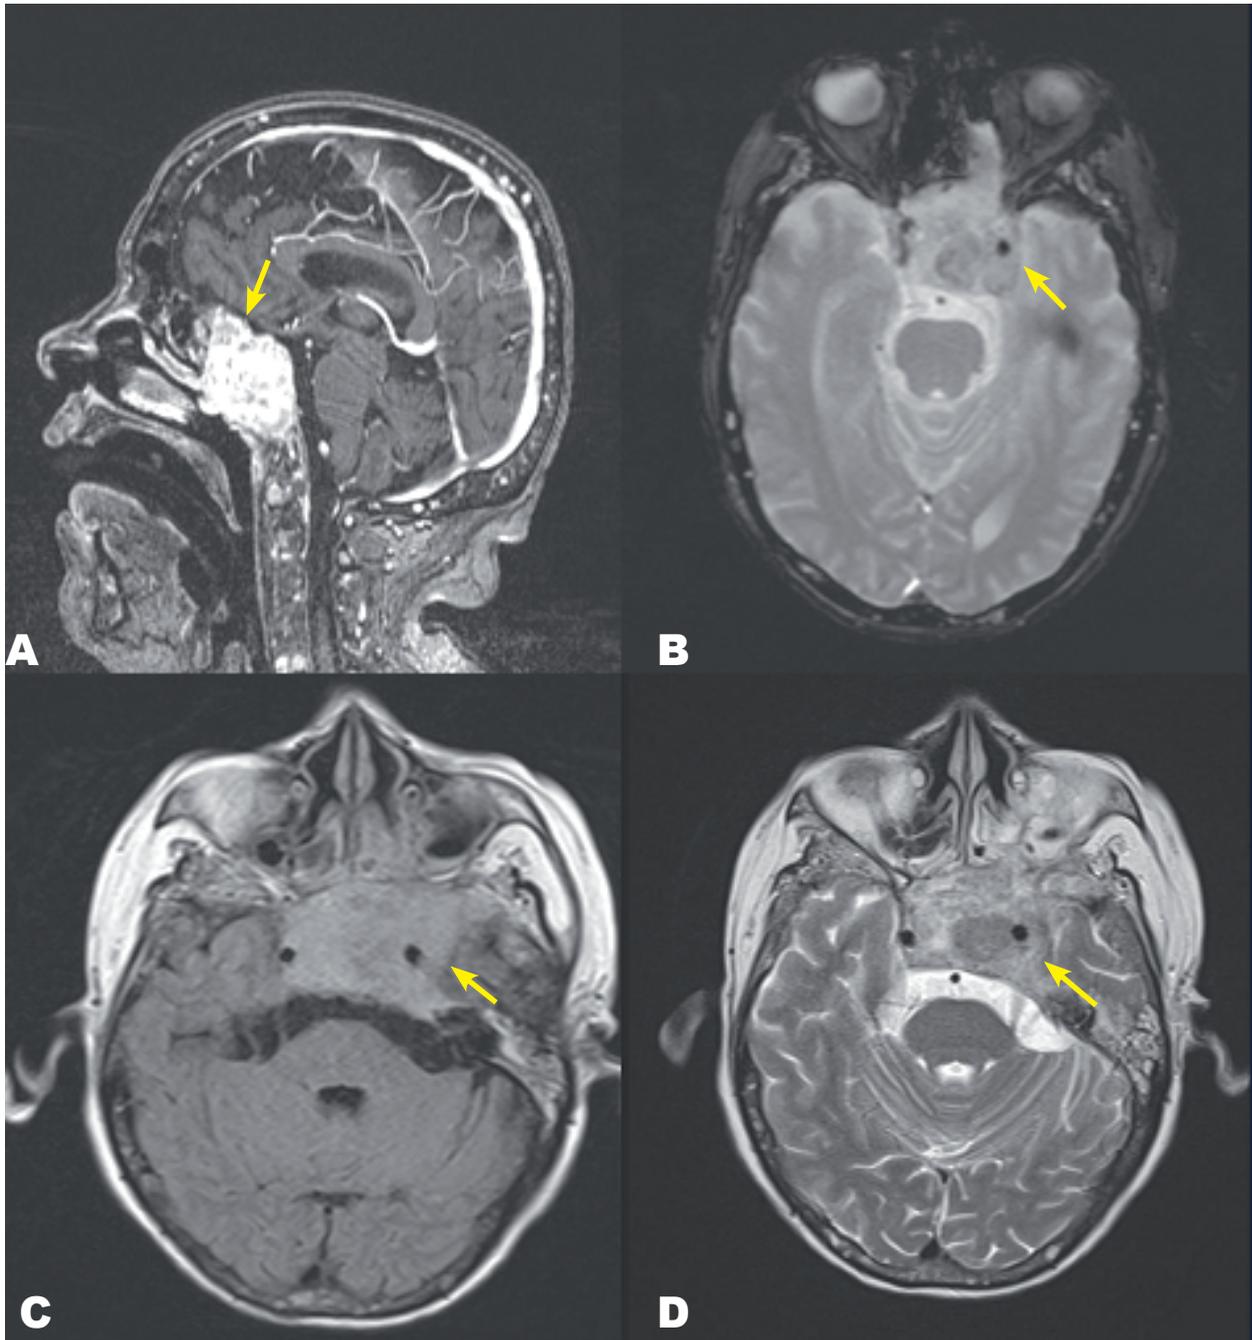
RMN de cerebro con corte sagital de angiografía [A] y axiales [B-C-D] en distintas secuencias. Lesión expansiva centrada en la fosa craneal media (flechas) hipointensa en T1(C) e hiperintensa en T2 (B-D), con extensión hacia las celdillas etmoidales, seno maxilar y órbita del lado izquierdo
